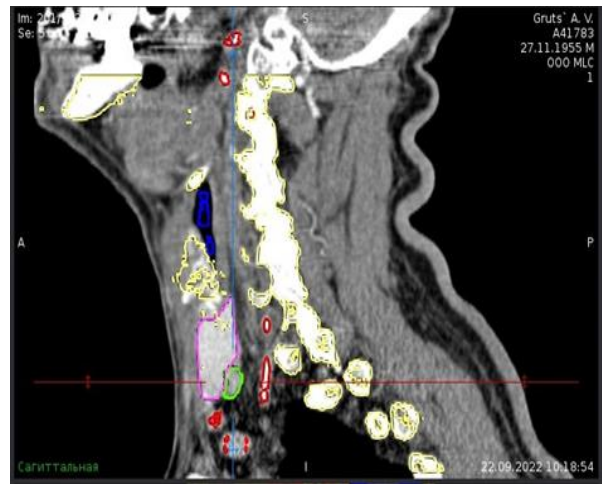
МРТ исследование органов шеи. А - МРТ – признаки аденомы ОЩЖ слева (выделено зеленым). Б - МРТ – признаки аденомы ОЩЖ справа (выделено зеленым).
